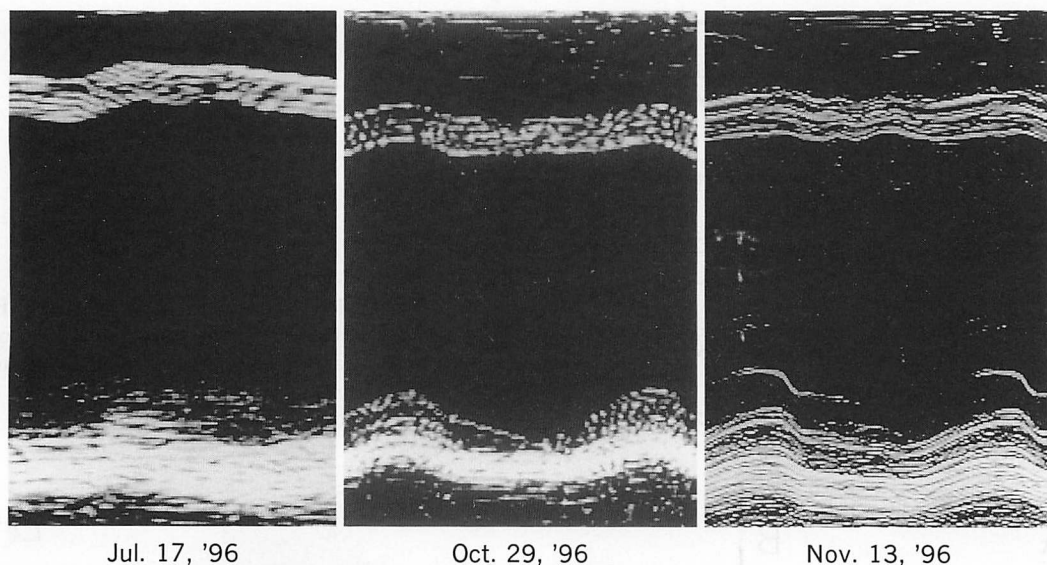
Changes in echocardiograms before, during and after LVAS
